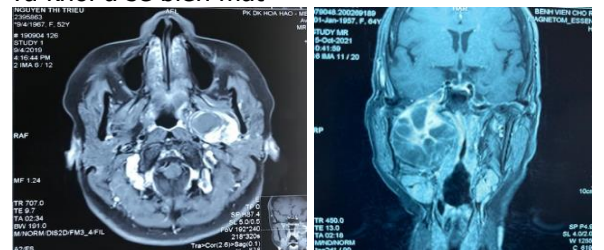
Hình ảnh học: Chụp CT Scan và MRI là cần thiết và thường qui vì đây là cặp kỹ thuật duy nhất và hoàn chỉnh trong việc đánh giá các tổn thương vùng hố thái dương và nền sọ
